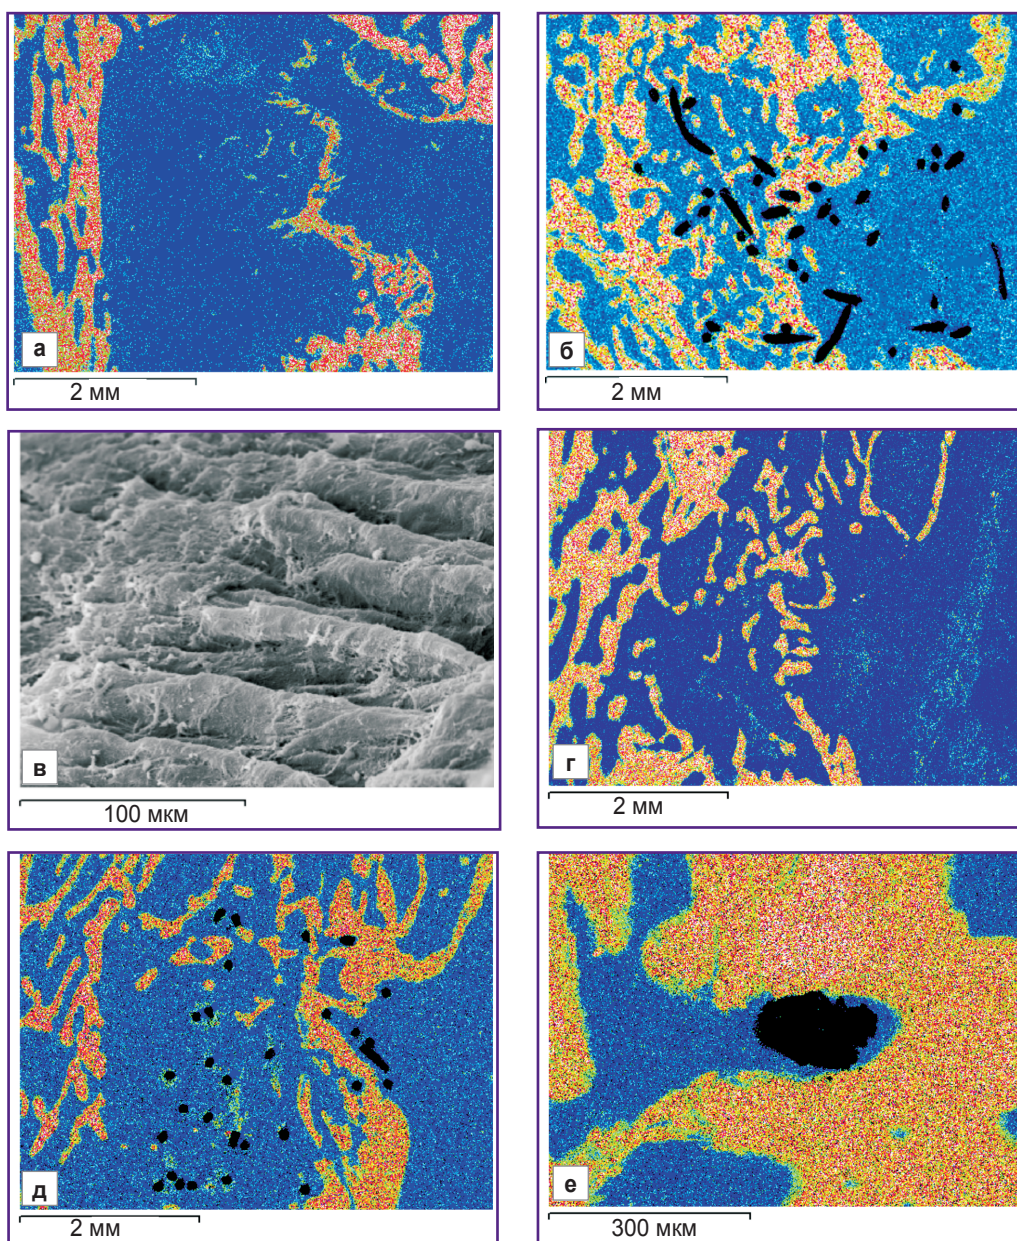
Замещение дефекта метафиза через 30 (а, б, в) и 60 сут (г, д, е) после операции в контрольной (а, г) и экспериментальной (б, в, д, е) группах животных: а, б, г, д, е — карты рентгеновского электронно-зондового микроанализа, изображения в характеристическом рентгеновском излучении атомов кальция; а, б, г, д — $\times 20$; е — $\times 40$; в — сканирующая электронная микроскопия, $\times 500$
